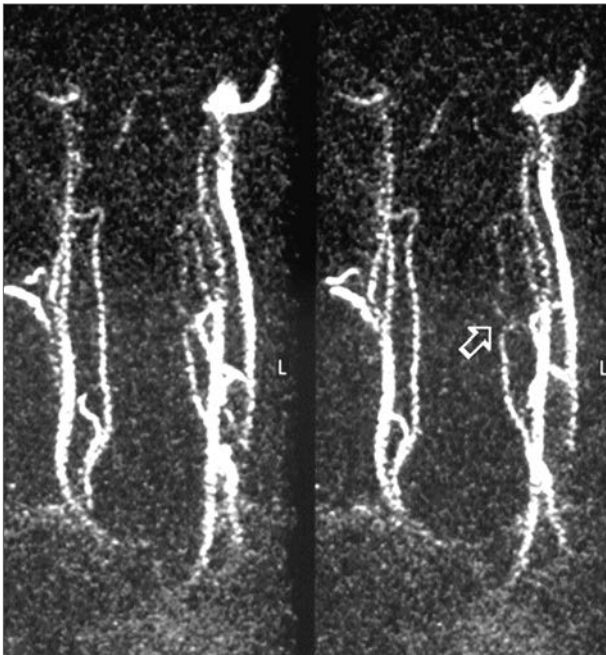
МРТ-ангіографія. Компресію та зміщення хребтової артерії позначено стрілкою
